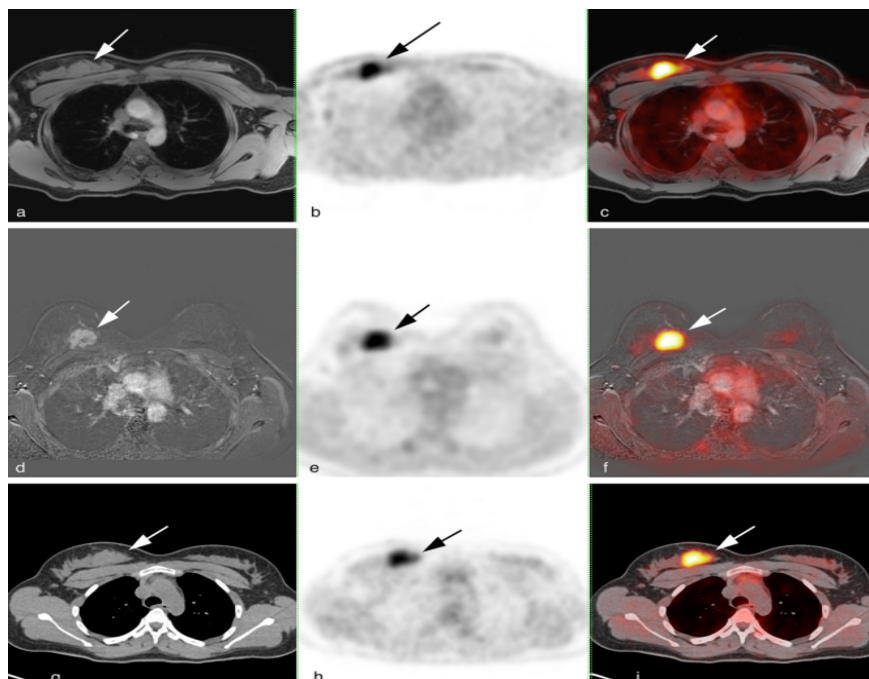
Paciente feminina de 38 anos com carcinoma ductal invasivo grau 3 da mama direita pT2, pN2, M0. Ilustração do protocolo de aquisição dos exames PET/RM e PET/TC. RM Dixon T1W de corpo inteiro (a) com PET correspondente (b) e imagens PET/RM de fusão (c) na posição supina, seguida por RM de mama (d) com aquisição de PET correspondente (e) e PET/RM fundido (f) em decúbito ventral e PET/TC tardio (g, h, i) aquisições em decúbito dorsal. Observe a lesão em massa do quadrante superior interno (setas em todas as imagens). A lesão é detectada na RM de mama (d) devido à sua captação de contraste. Também é claramente visível no PET nas três aquisições (b, e, h) devido ao seu intenso metabolismo. No entanto, como esperado, é quase invisível tanto na RM T1W sem contraste (a) quanto na TC sem contraste (g).
